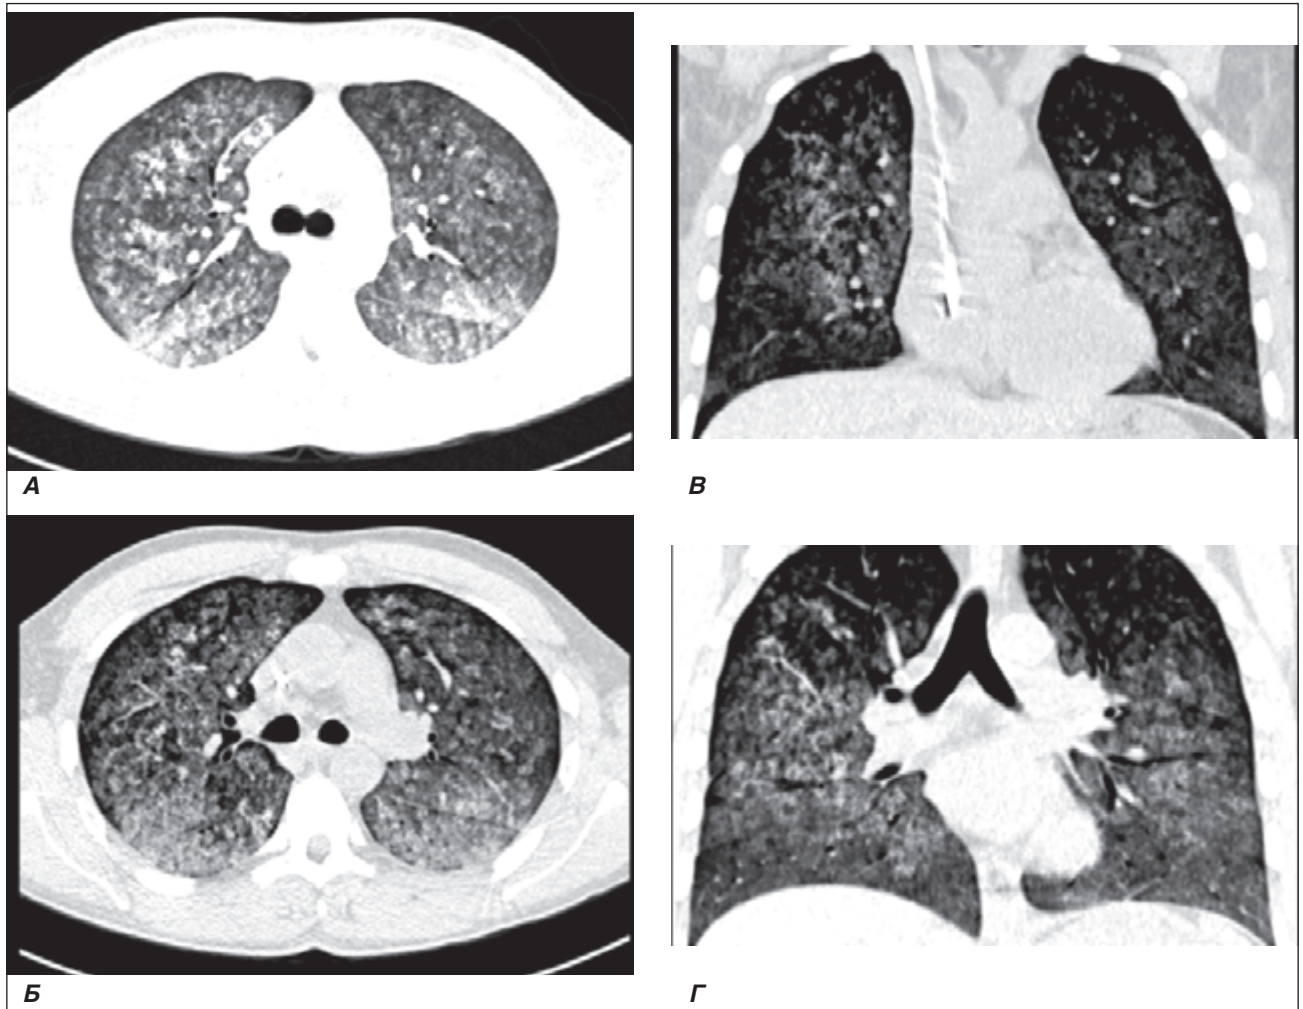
Данные МСКТ органов грудной клетки пациента К. от 31.07.2017 до начала иммуносупрессивной терапии. На аксиальных и корональных КТ-срезах обоих легких субтотально, кроме самых крайних периферических отделов, определяется значительное снижение пневматизации легочной паренхимы по типу «матового стекла» и альвеолярного компонента (диффузное альвеолярное кровоизлияние). Пройодимость трахеобронхиального дерева не нарушена
